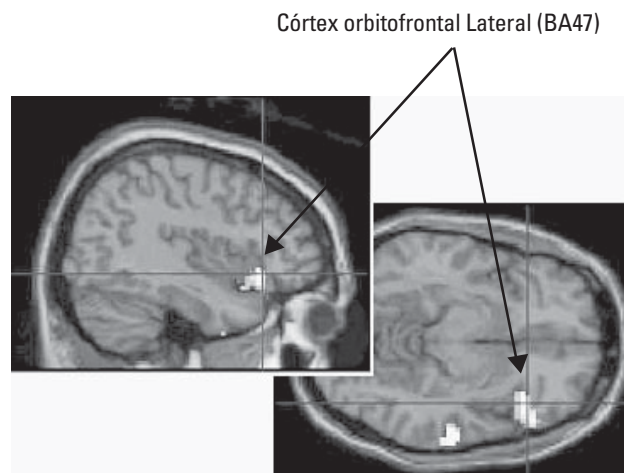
Ativações neuronais detectadas por BOLD (*Blood dependent Oxygen Level*), ressonância magnética funcional, e provocadas por tarefa de inibição comportamental (*Go/No-Go*) combinada com administração aguda de citalopram endovenoso.
